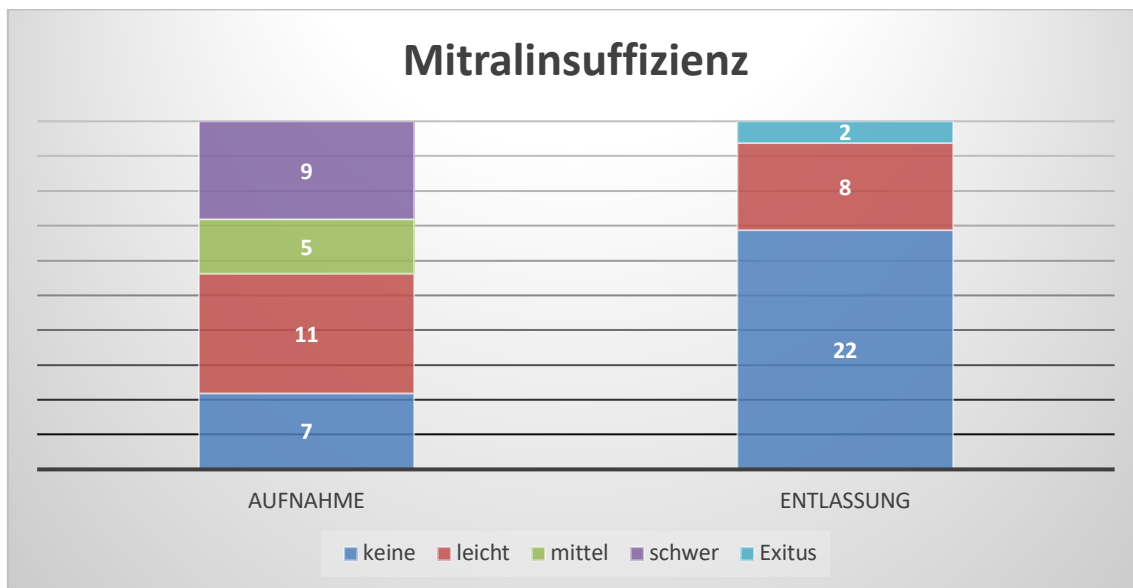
Anzahl der echokardiographisch jeweils ermittelten Schweregrade einer Mitralinsuffizienz vor und nach Intervention
